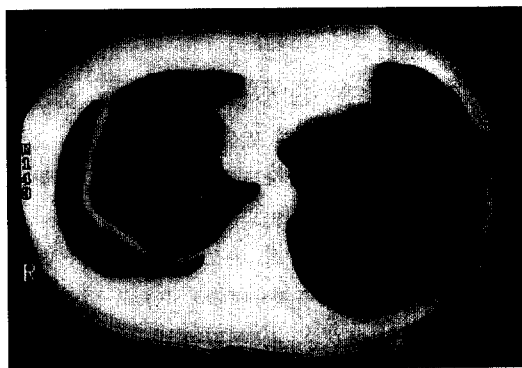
Chest CT finding of case 1 : Pleural thickening and Pneumothorax was showed.
